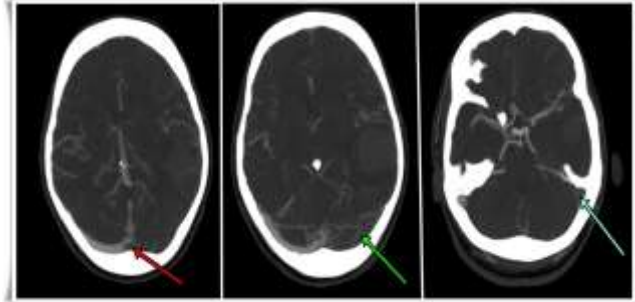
Serie de 3 imágenes de angio-TC cerebral en fase venosa, donde se observan, marcados por las flechas, los defectos de depleción de contraste a nivel de los senos venoso transversal y sigmoides izquierdo.
